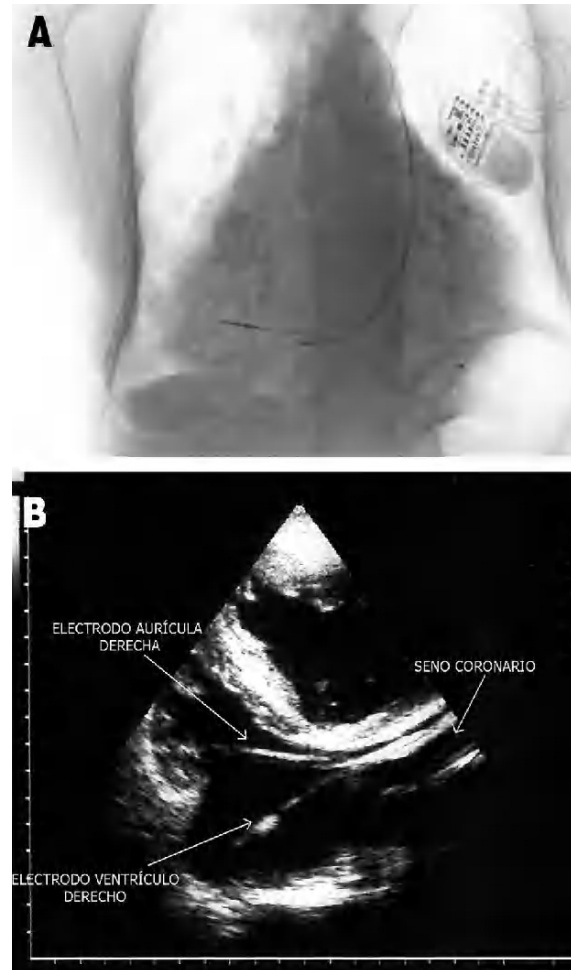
(A): radiografía posteroanterior de tórax mostrando la posición final de los electrodos en un corazón dilatado; (B): ecocardiograma 2D mostrando en un corte no convencional la salida de los electrodos a través del seno coronario y su trayecto hasta la aurícula derecha y el ventrículo derecho.
